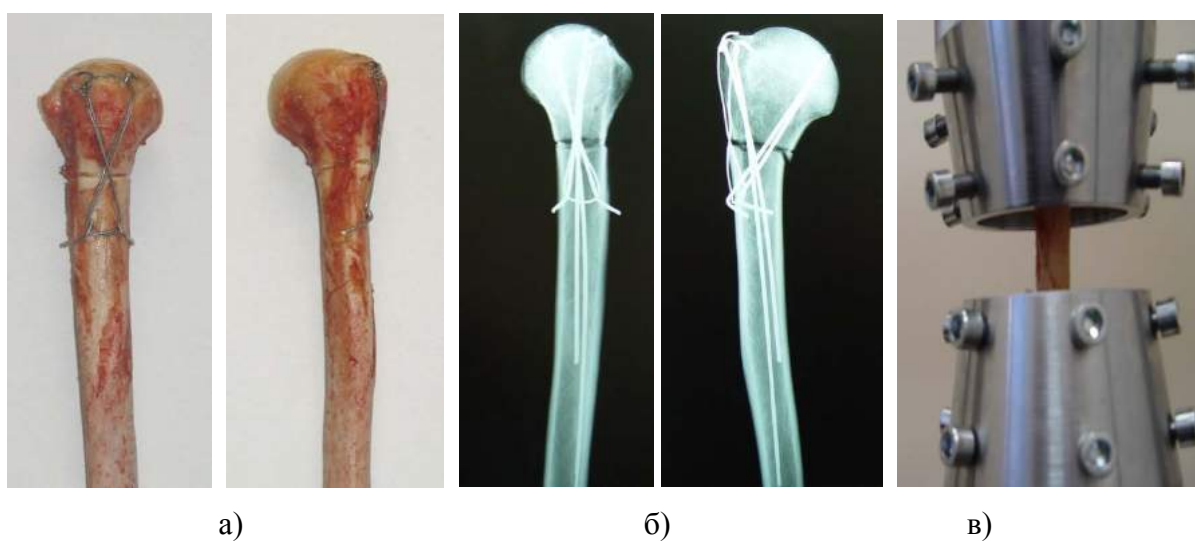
Внешний вид и фоторентгенограмма модели двухфрагментного перелома ПОПК со спицами и проволокой: а – модель до исследования; б – фоторентгенограмма модели до исследования; в – модель в процессе исследования
